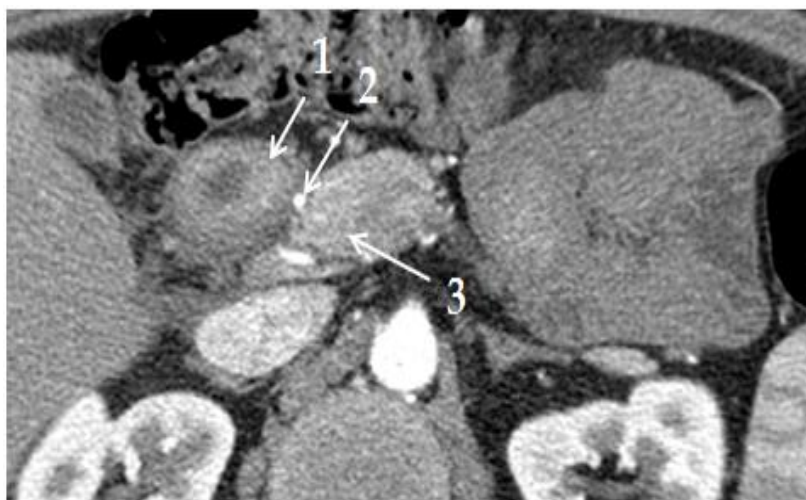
КТ, артериальная фаза контрастного усиления. 1. – утолщенная стенка ДПК; 2. – ГДА; 3. – головка ПЖ
